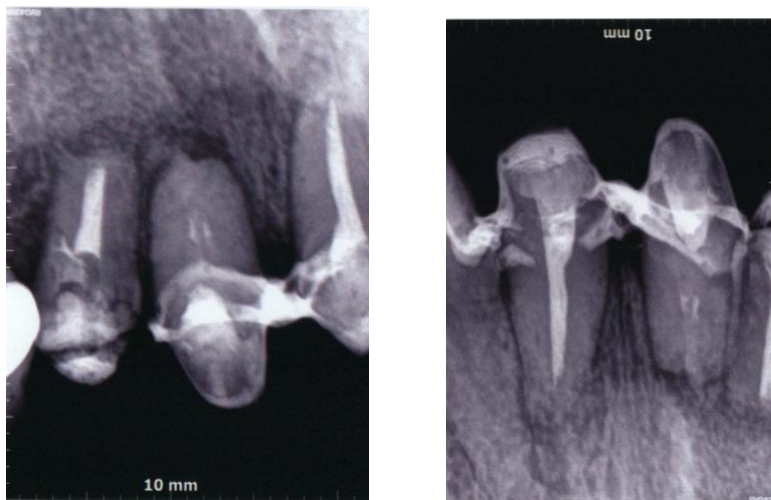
Radiografías posoperatorias
